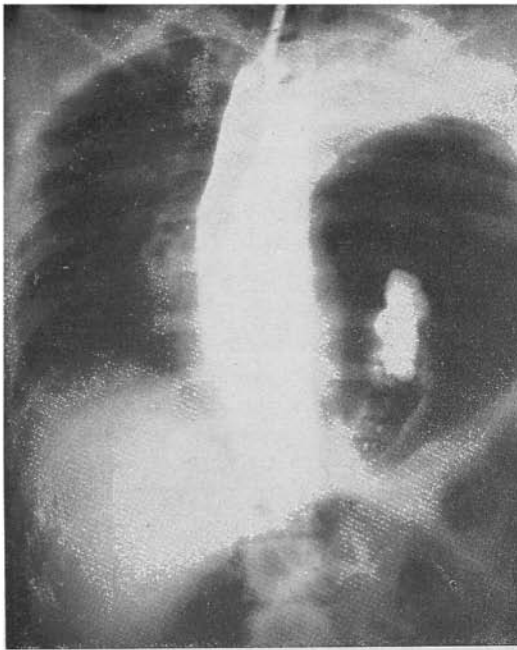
Contusão abdominal. Hérnia diafragmática traumática com encarceramento do estômago.* A radiografia mostra grande imagem gasosa ocupando quase todo o hemitórax esquerdo, de forma ovóide, com a extremidade mais afilada voltada para junto da coluna vertebral. Seu contórno é regular, não apresentando pregas ou boceladuras. O esôfago contrastado e o mediastino estão recalçados para a direita; o contraste penetra na imagem gasosa, demonstrando ser esta o estômago. Superiormente, há uma imagem de opacificação, correspondendo ao parênquima pulmonar comprimido.
